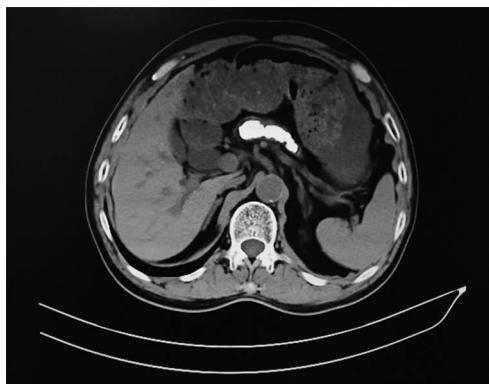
患者入院后胰腺 CT:提示胰腺萎缩伴胰管扩张、多发钙化灶
